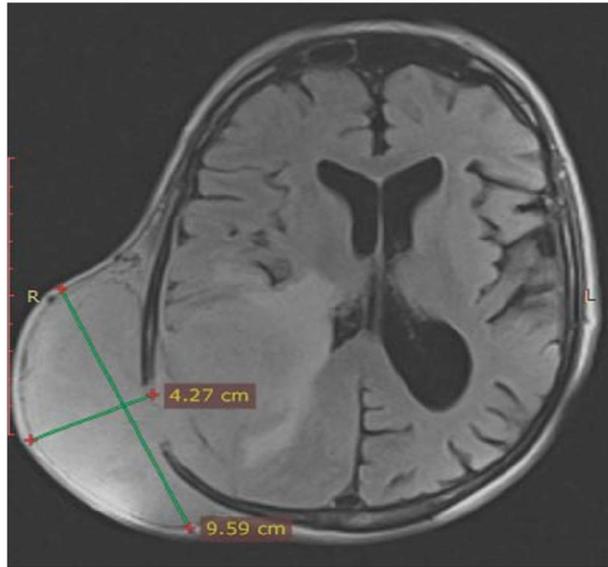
RMN craneal. Corte axial. Ponderación T1.
